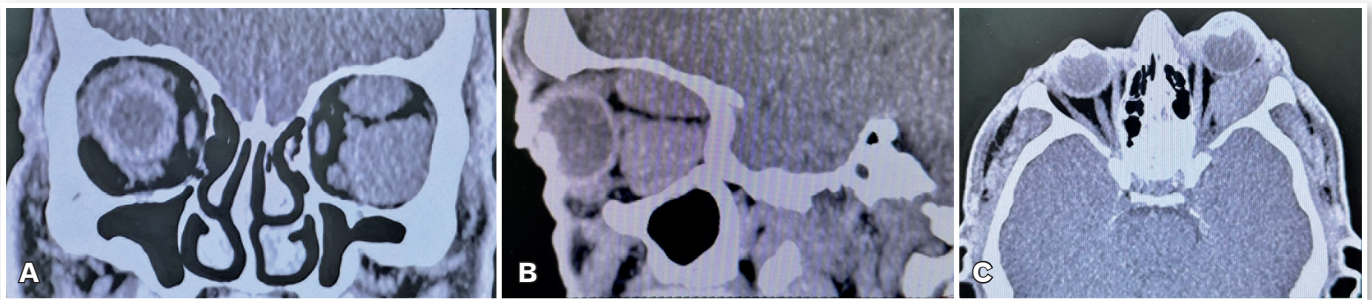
A. Imagens de tomografia computadorizada coronal demonstrando espessamento difuso dos músculos reto lateral e reto superior do olho esquerdo, com deslocamento anteromedial do globo ocular, sem evidência de erosão óssea ou comprometimento do nervo óptico. B. Imagens de tomografia computadorizada sagital da órbita demonstrando espessamento difuso dos músculos reto lateral e reto superior do olho esquerdo, com deslocamento anteromedial do globo ocular, sem evidência de erosão óssea ou comprometimento do nervo óptico. C. Tomografias computadorizadas orbitais axiais demonstrando espessamento difuso dos músculos reto lateral e reto superior do olho esquerdo, com deslocamento anteromedial do globo ocular, sem evidência de erosão óssea ou envolvimento do nervo óptico.
